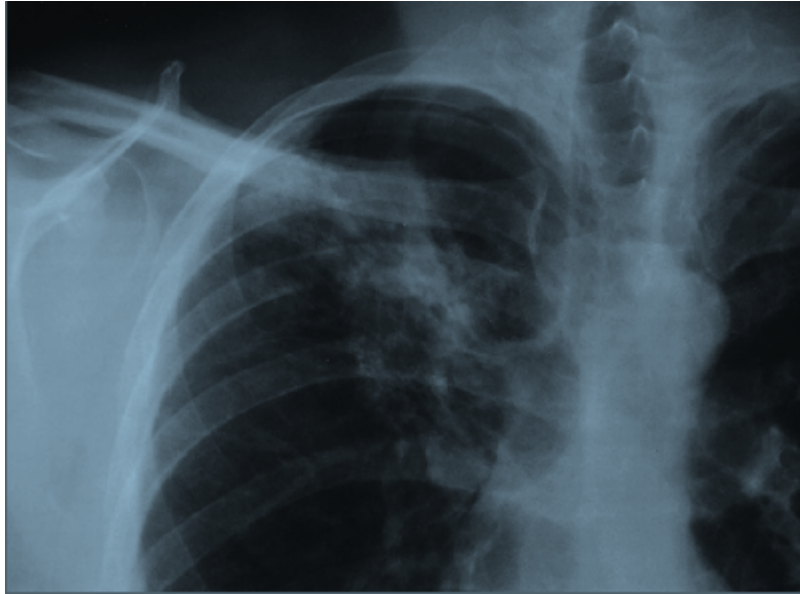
Radiographie thoracique montrant un infiltrat réticulonodulaire de l'apex pulmonaire droit[12]
